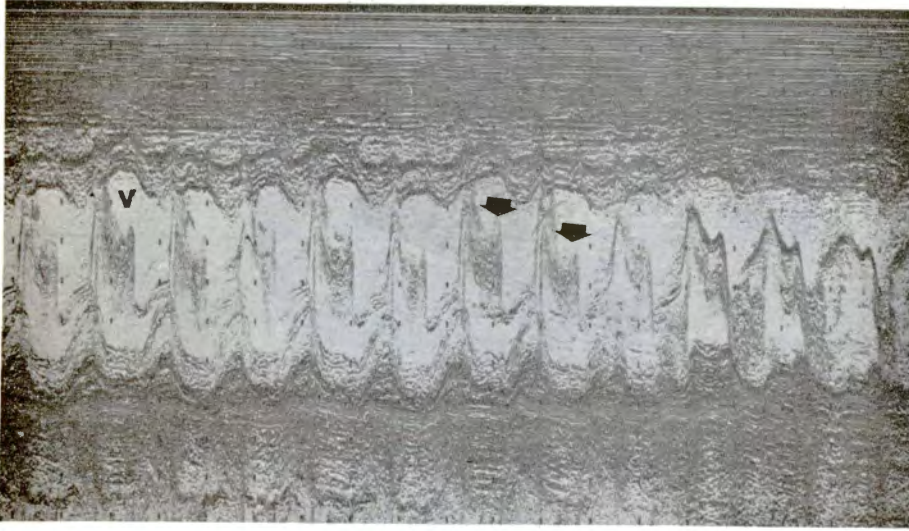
Ecocardiograma, modo M, donde se aprecia gran cantidad de ecos densos por debajo de la valva anterior durante la diástole, típicos del mixoma; V, valva mitral anterior.
